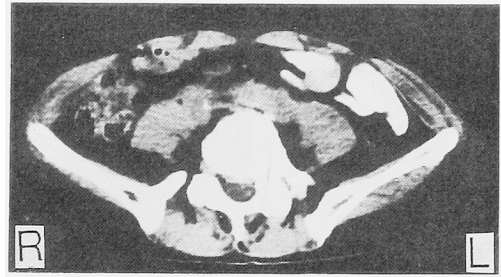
Case 3. CT scan at L<sub>5</sub> reveals soft tissue mass around the bifurcation of aorta and vena cava.
